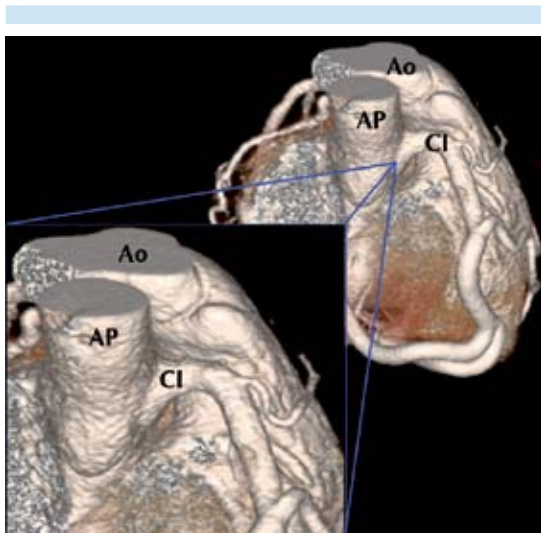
Tomografía cardíaca: arterias coronarias, reconstrucción volumétrica (cortesía de Aloha Meave). Se demuestra el origen anómalo de la coronaria izquierda desde el tronco de la arteria pulmonar (ALCAPA).
